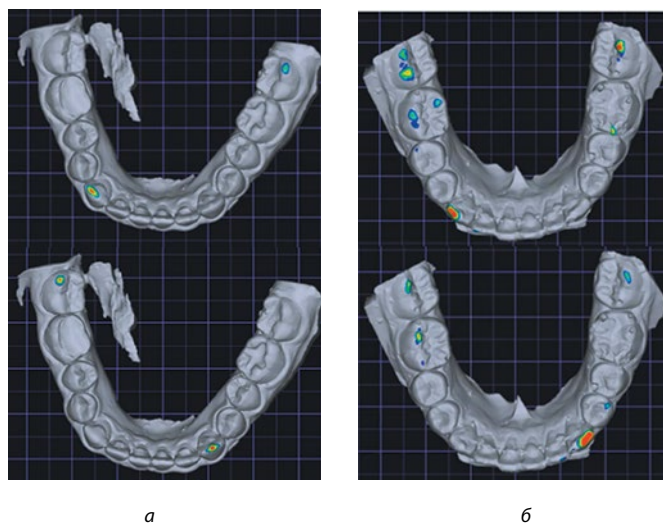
Окклюзионные контакты на момент завершения активного периода ортодонтического лечения (равномерная интенсивность окклюзионных контактов в момент латеротрузии): а — стабильный результат; б — рецидив зубочелюстной аномалии
